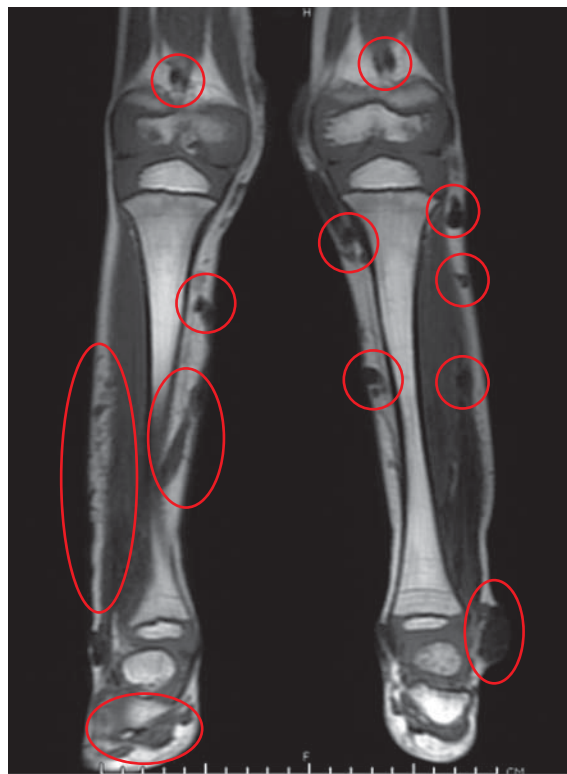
Вид кальцинатов на КТ нижних конечностей
